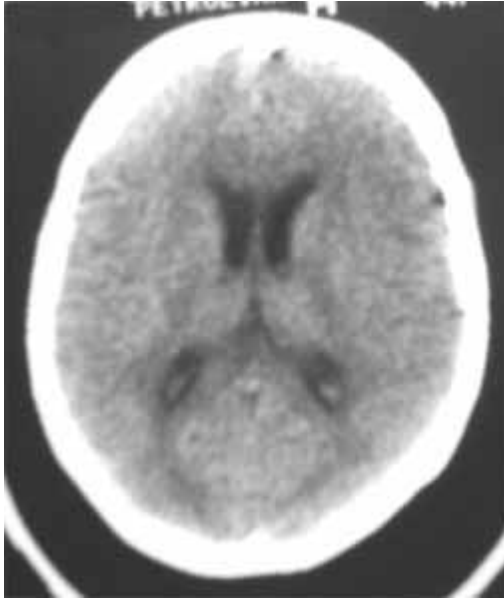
Tomografia cerebral computadorizada do paciente nº 20. Fisher 1. Notar ausência de sinais de hemorragia subaracnóidea.
